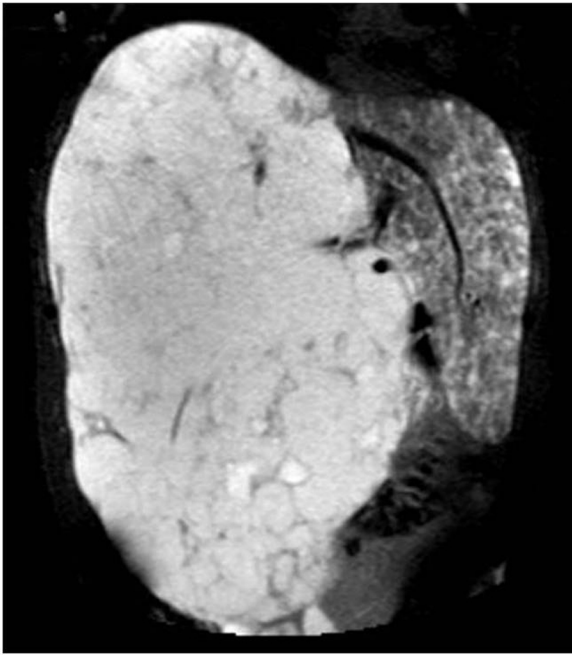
Corte coronal de resonancia magnética hepática con contraste, secuencia T2, en que se objetiva hepatomegalia que ocupa ambos hipocondrios y llega hasta pala iliaca. El parénquima hepático está completamente ocupado por lesiones compatibles con hemangiomas.
